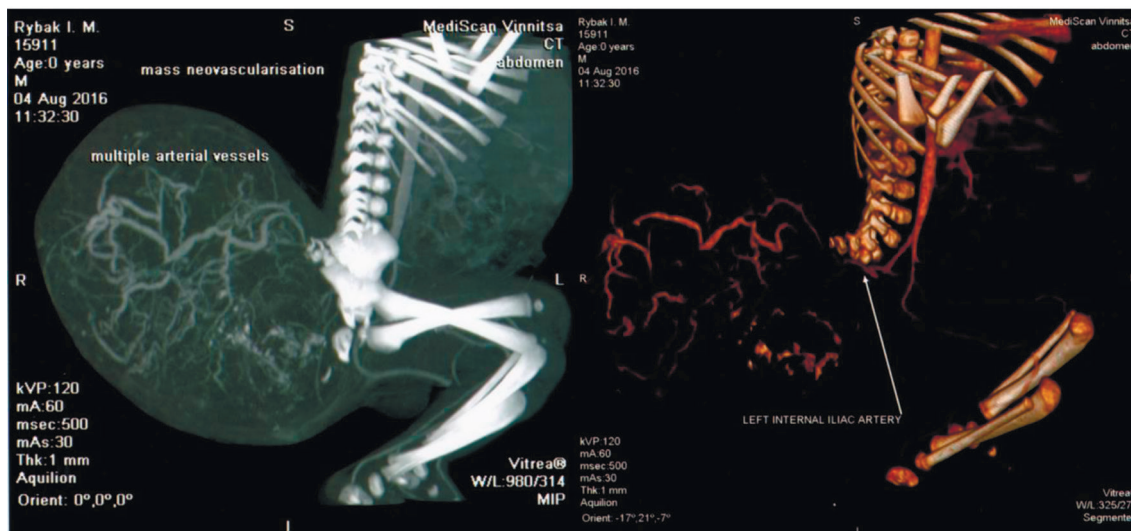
Хворий Р., МСКТ черевної порожнини і порожнини малого тазу із контрастним підсиленням
